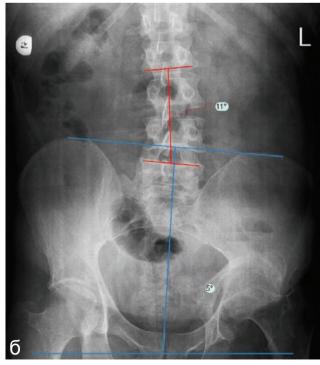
Методика расчета параметров позвоночно-тазовых взаимоотношений на рентгенограммах
